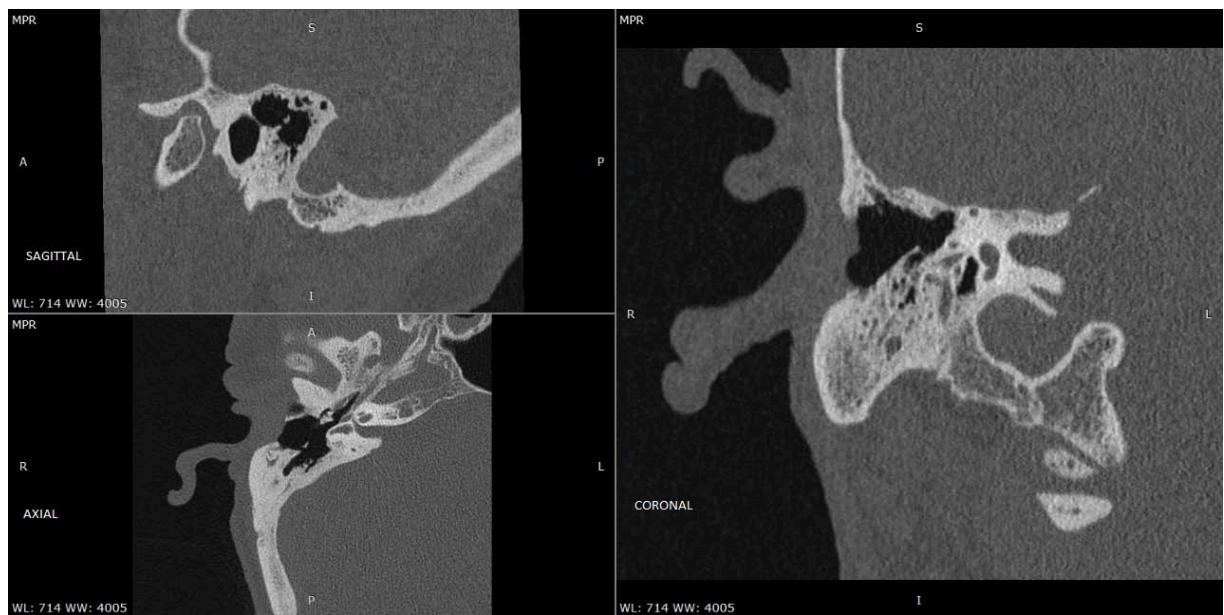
TDM postopératoire montrant Cavité d'évidement oto-mastoïdienne (iconographie du service de radiologie HMA)
